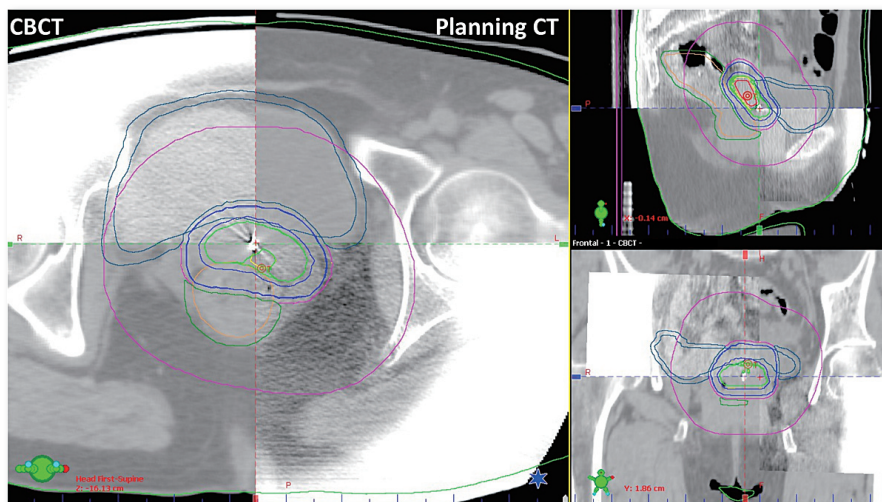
ノバリスTxに搭載されるコーンビームCTの表示画面
